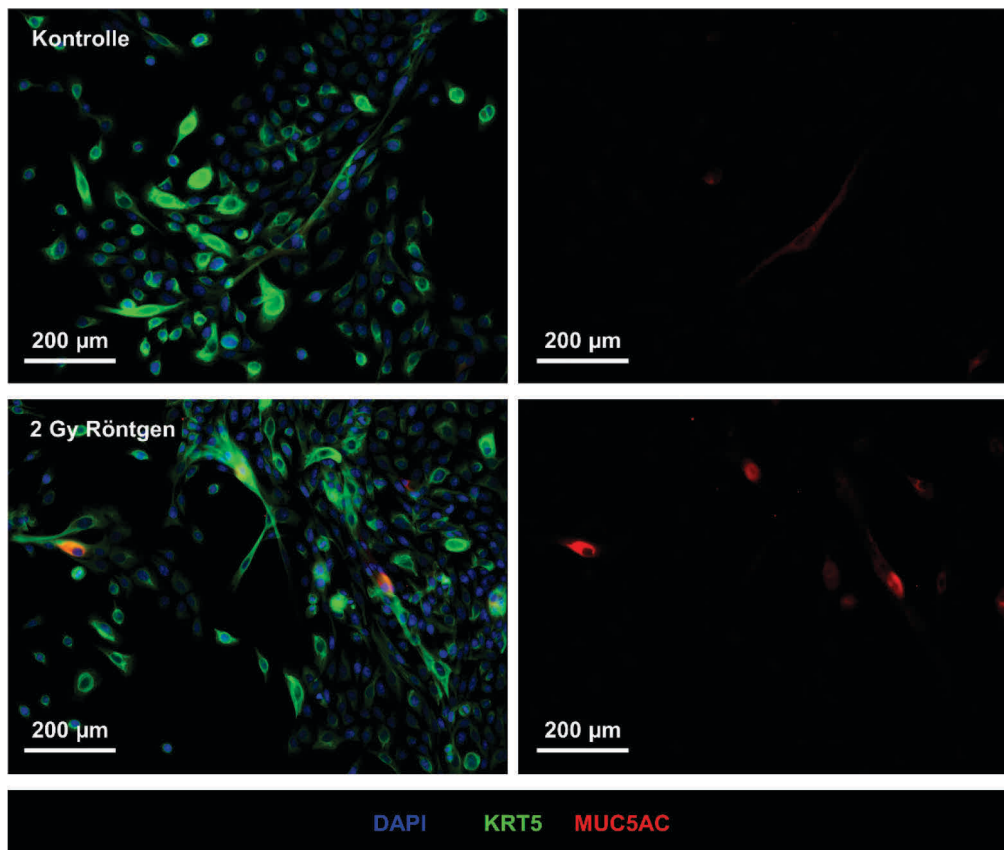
Immunfluoreszenzfärbung von NHBE auf MUC5AC (rot) und KRT5 (grün) mit einer DAPI Kernfärbung (blau). In den linken Abbildungen sind die Anteile an KRT5- und MUC5AC-positiven Zellen 24 h nach 2 Gy Röntgenbestrahlung im Vergleich zur unbestrahlten Kontrolle der NHBE von Spender 2 in Passage 3 zu sehen. In den rechten Bildern ist nur die MUC5AC Färbung zu sehen, also der Anteil an Becherzellen.
